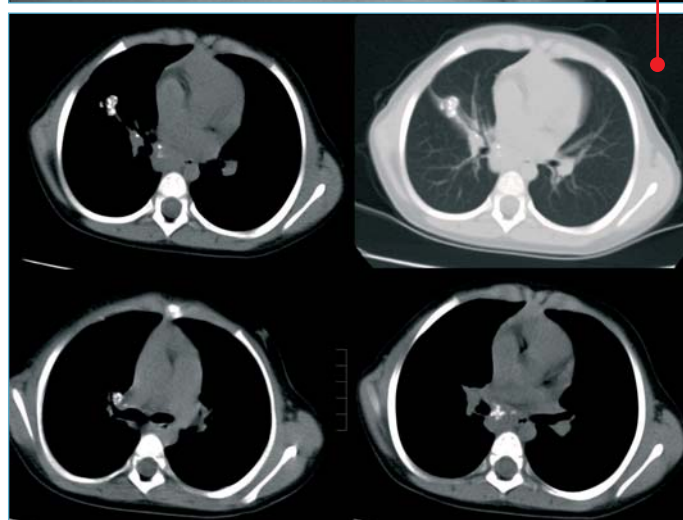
TBC. Complejo de Ranke. Calcificación de la lesión parenquimatosa y de las adenopatías hiliares y mediastínicas, que se ven mejor en la TC, donde se ve también que la atelectasia no se ha resuelto totalmente.
